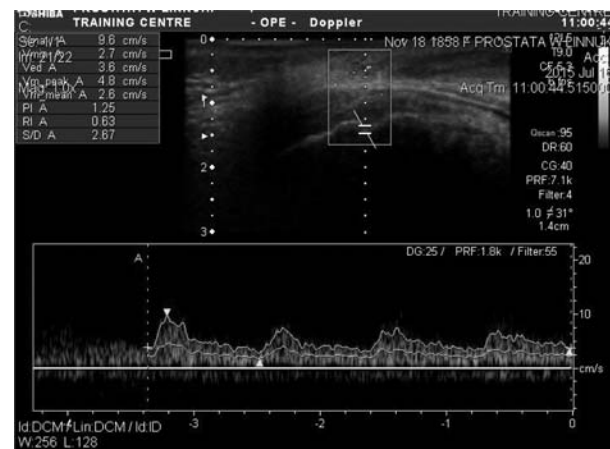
Doppler of vessels of G zone at the background of sexual stimulation.
